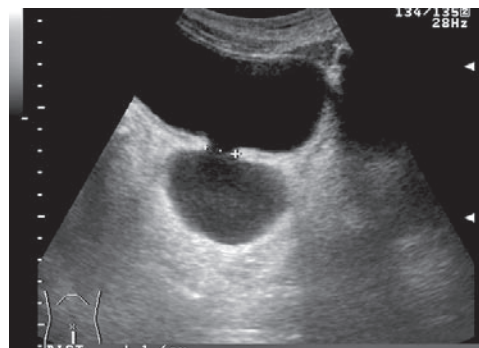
Ultrasonido pélvico que muestra divertículo vesical de aproximadamente 5x4 cm.
